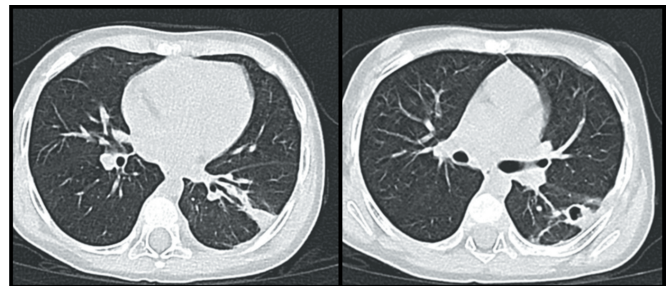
TC del torace a T1. Chest CT scan at T1
